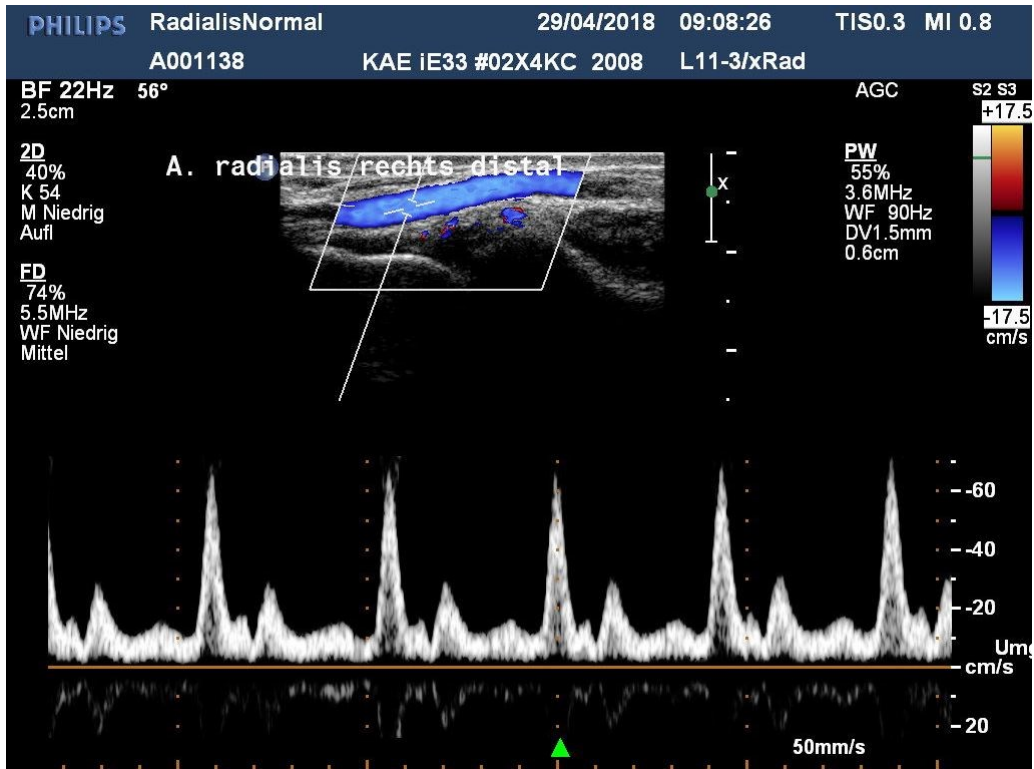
Normale A. radialis, Duplexsonografie mit Frequenz-Zeit-Spektrum im unteren Bildteil. Im oberen Bildteil ist das B-Mode-Bild mit überlagerter Farbbox (vgl. Abbildungen 5 und 6) dargestellt. Die Ableitung des Frequenz-Zeit-Spektrums mittels pulsed-wave-Dopplersonografie erfolgt im sample volume, das durch zwei kurze weiße Striche orthogonal zur Doppler-Schallrichtung (lange weiße Linie) dargestellt ist und in der blau dargestellten A. radialis liegt. Zur korrekten Geschwindigkeitsermittlung erfolgt eine Winkelkorrektur, durch die entlang der Gefäßachse ausgerichteten Linien im sample volume gekennzeichnet. Der Winkel zwischen der Gefäßachse und der Doppler-Schallrichtung beträgt hier 56° (vgl. Tabelle 1). Häufig vorkommende Dopplerfrequenzen (hier bereits in Geschwindigkeiten umgerechnet) werden heller dargestellt.
